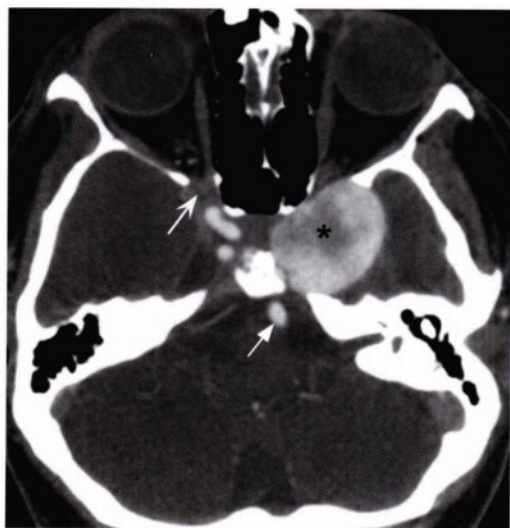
相同层面的横断位CT血管成像,显示病变均一并显著强化(星号),与毗邻的颈动脉及基底动脉(直箭头)表现相似。与右侧正常眶上裂(凹箭头)相比,左侧眶上裂存在骨质重建。诊断为颈内动脉海绵窦段巨大动脉瘤。
